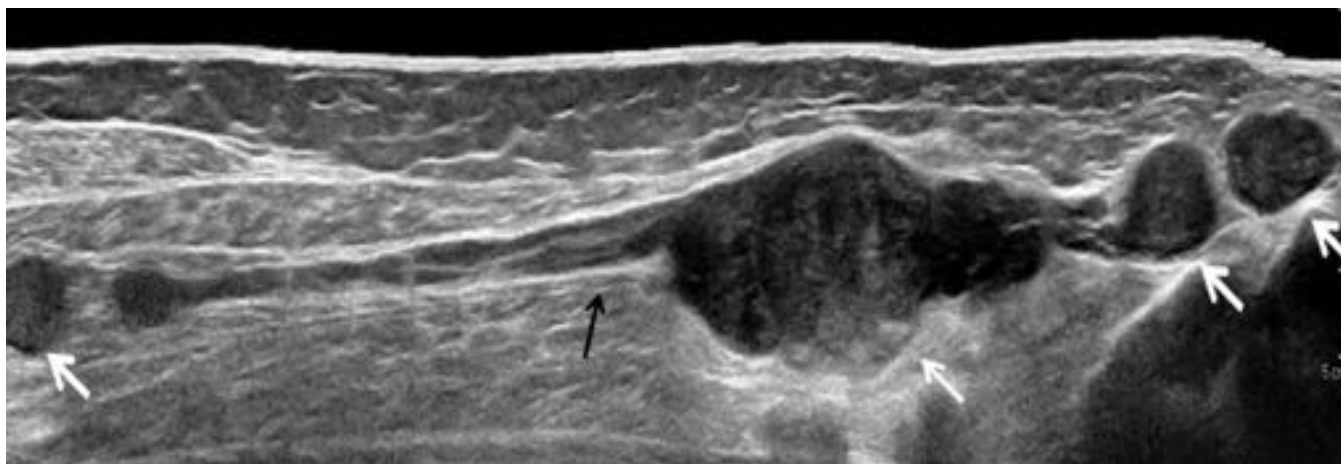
Ecografía de partes blandas en paciente con neurofibromatosis tipo 1. Se aprecia un engrosamiento irregular del nervio, fusiforme, de contornos bien delimitados compatible con benignidad (neurofibromas plexiformes (flechas blancas)). La flecha negra muestra la continuidad con el nervio.
